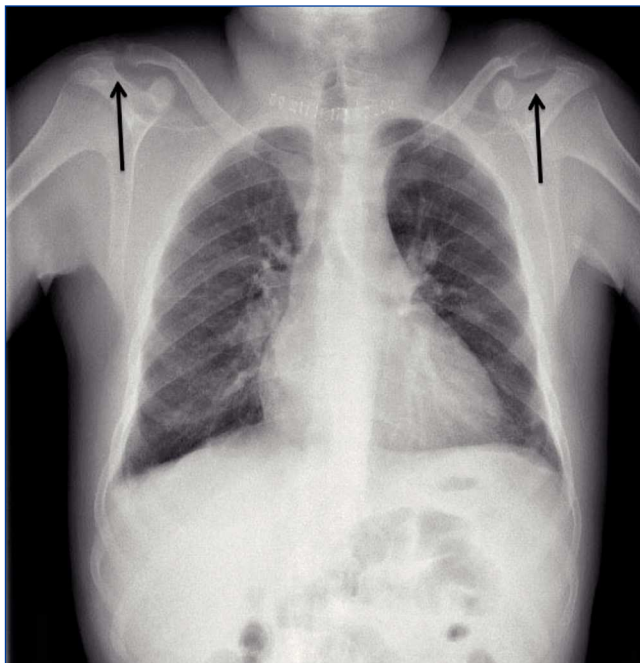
Imagen de radiografía de tórax en la que se aprecian tumores pardos en ambas clavículas.
